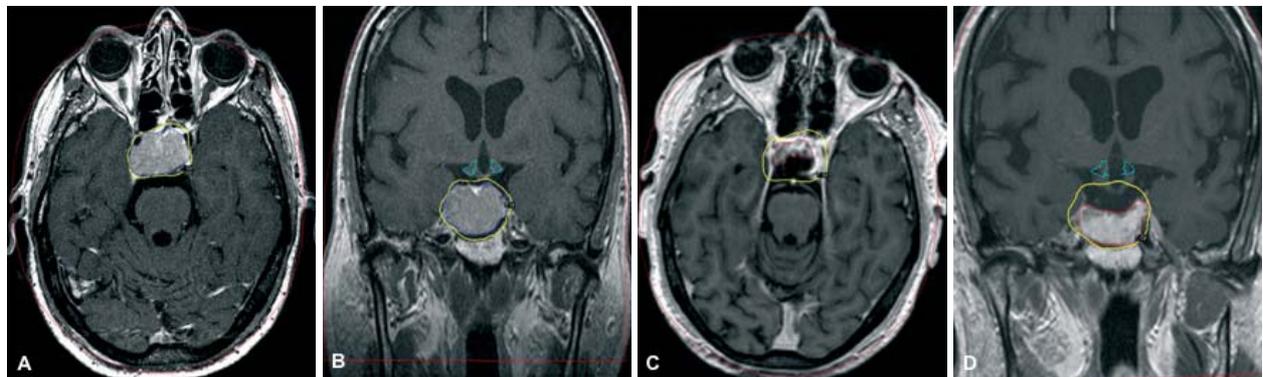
A.B. RM di pianificazione di trattamento Gamma Knife, sequenze assiale e coronale T1 pesate con gadolinio, documentanti un residuo postchirurgico di adenoma ipofisario non secernente. C.D. RM di follow-up, sequenze assiale e coronale T1 pesate con gadolinio, documentanti una significativa riduzione volumetrica dell'adenoma ipofisario a distanza di 72 mesi dal trattamento radiochirurgico.
